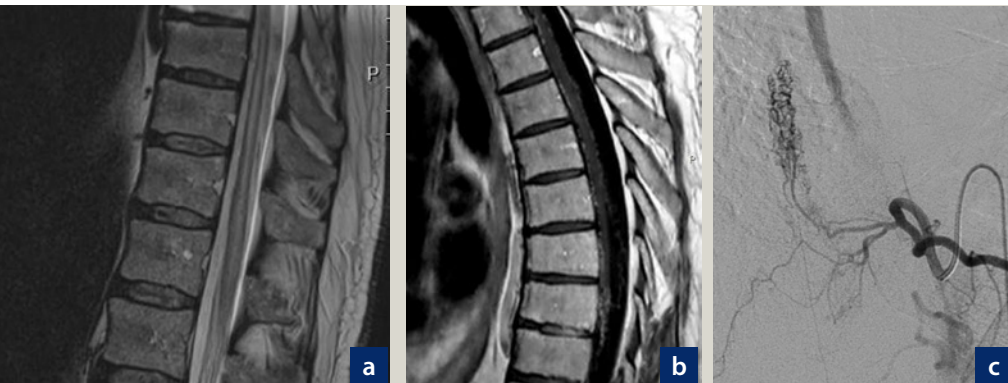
MRT und spinale Angiografie bei Patient mit kongestivem Rückenmarktsödem infolge spinaler Malformation (Fall 4).
